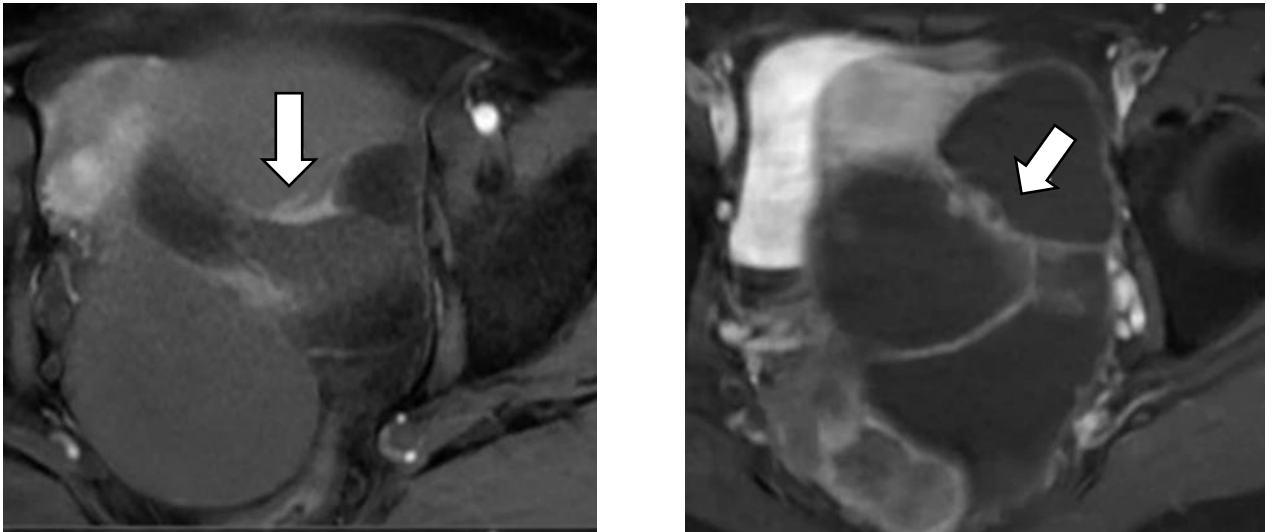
МРТ-T1-взвешанное изображение с контрастным усилением кистозного рецидива серозного РЯ, аксиальный срез
